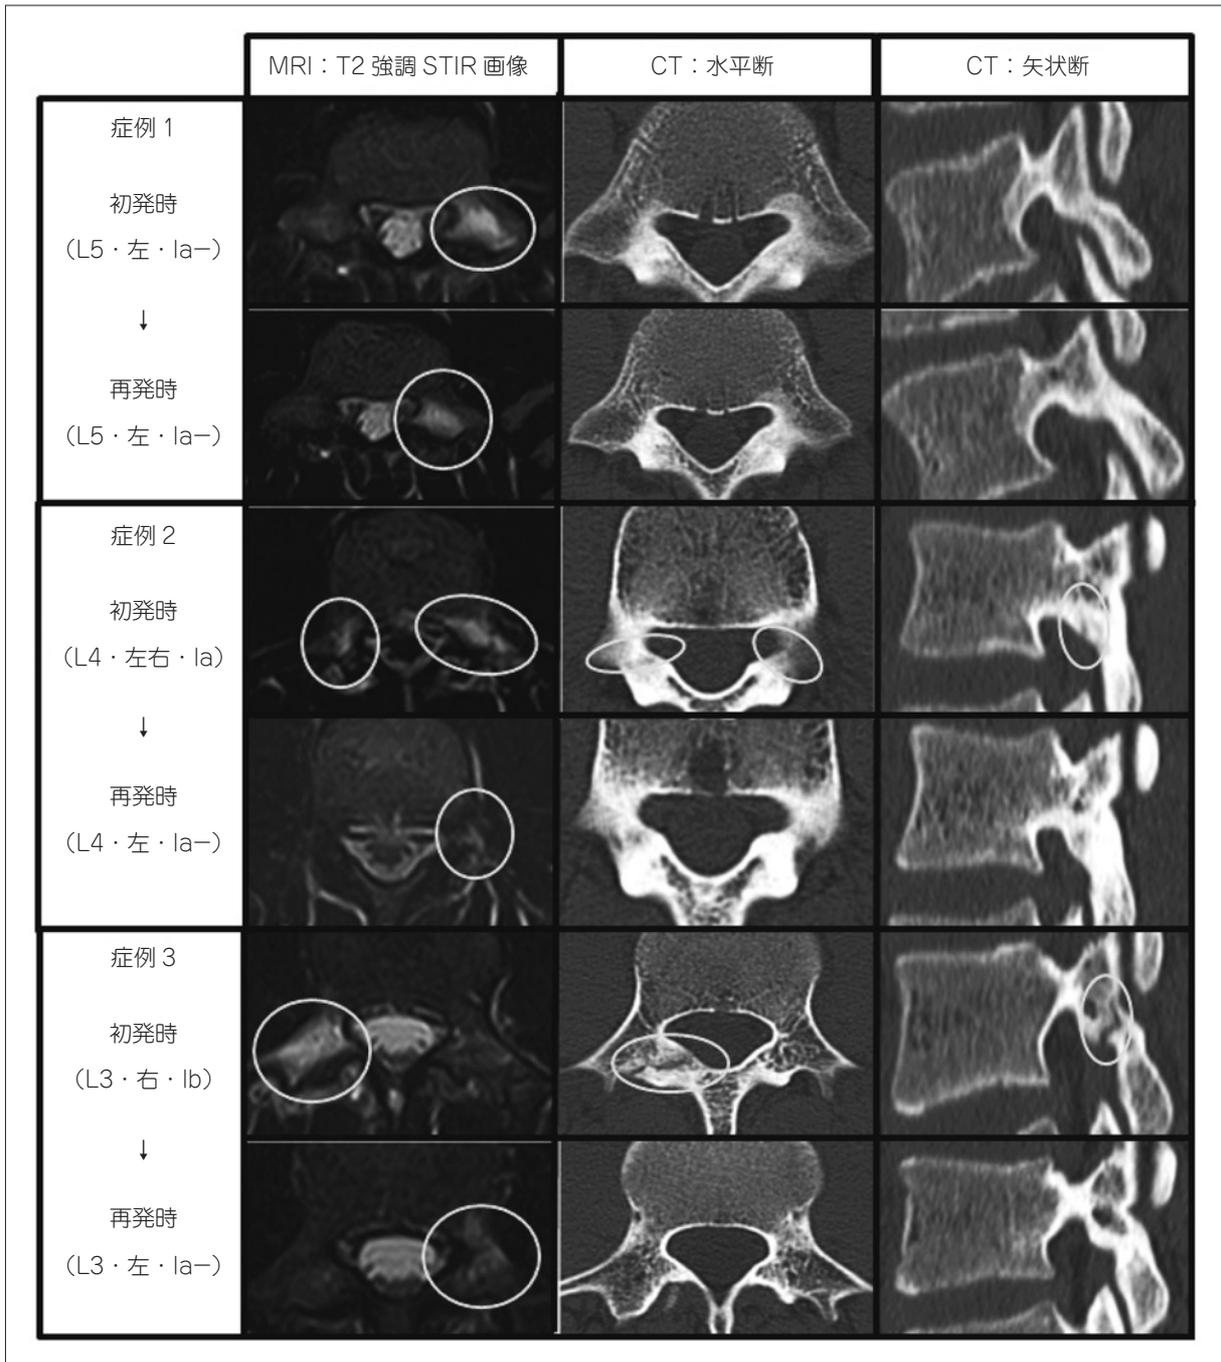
症例 1～3 の初発時と再発時の MRI・CT 画像
